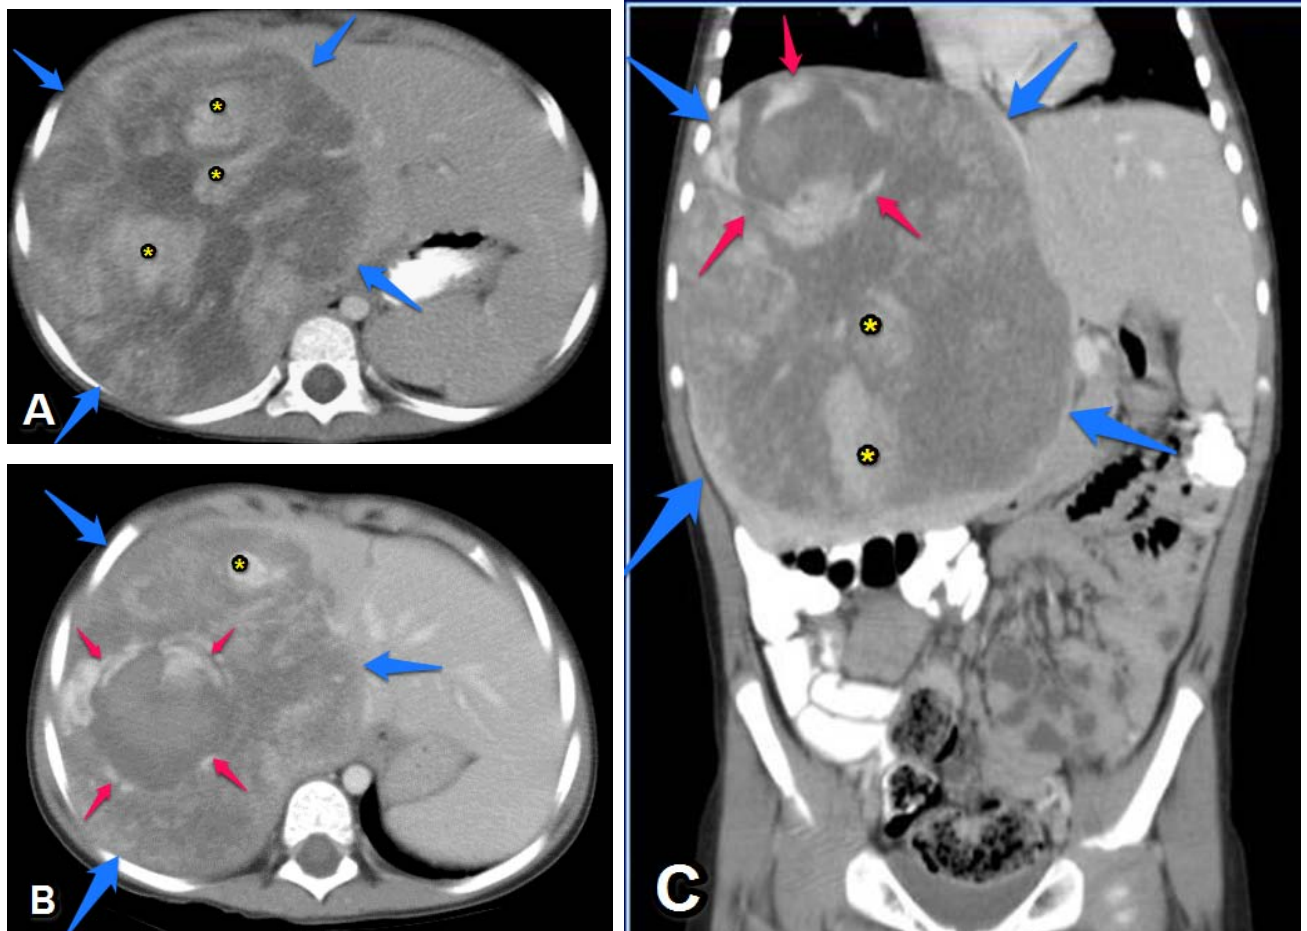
Angiosarcome hépatique chez un garçon de 3 ans en TDM après injection de produit de contraste [72].
